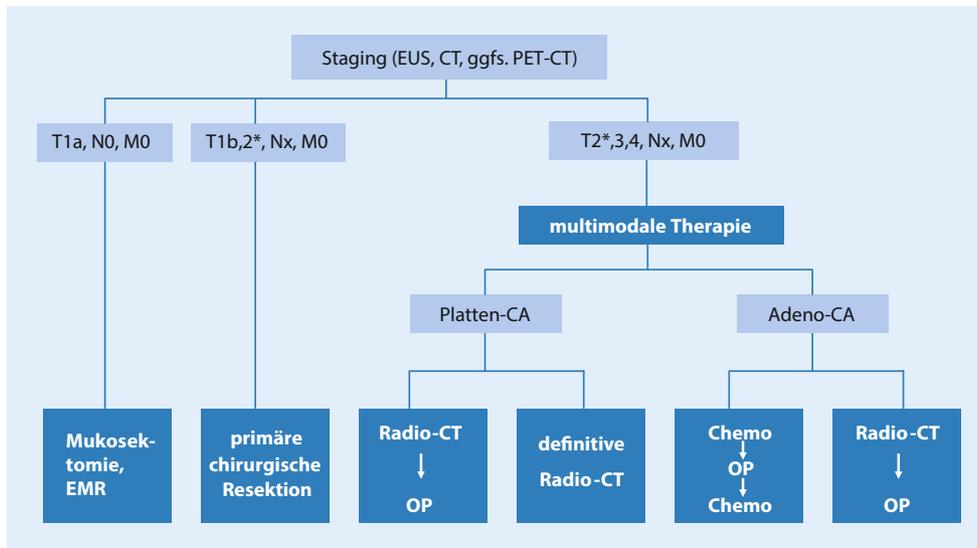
▲ Therapiealgorithmus, CA Karzinom, CT Computertomographie, EMR endoskopische Mukosaresektion, EUS Endosonographie, OP Operation, PET Positronenemissionstomographie, Radio-CT Radiochemotherapie, TNM Tumorstadium, Lymphknotenstadium, Vorhandensein von Metastasen, Stern bei T2N+ tendieren die meisten Onkologen zur präoperativen multimodalen Therapie
